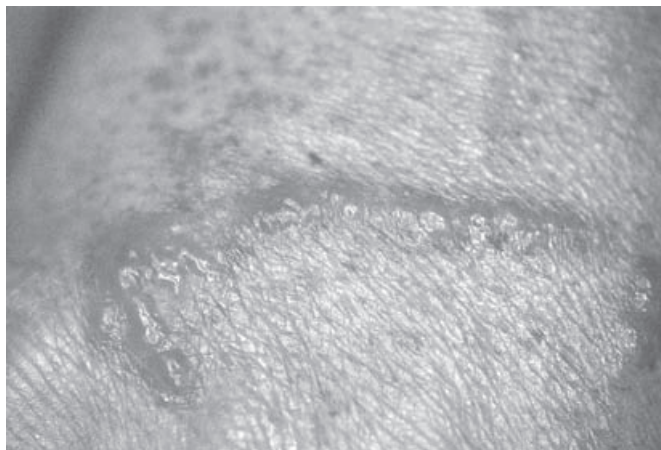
Dermatitis alérgica por contacto producida por intoxicación por hiedra venenosa. Vesículas confluentes, lineales, eruptivas, con eritema circundante. (Reproducida, con autorización, de Hurwitz RM, Hood AF. *Pathology of the Skin: Atlas of Clinical-Pathological Correlation*. Appleton & Lange, 1998.)
